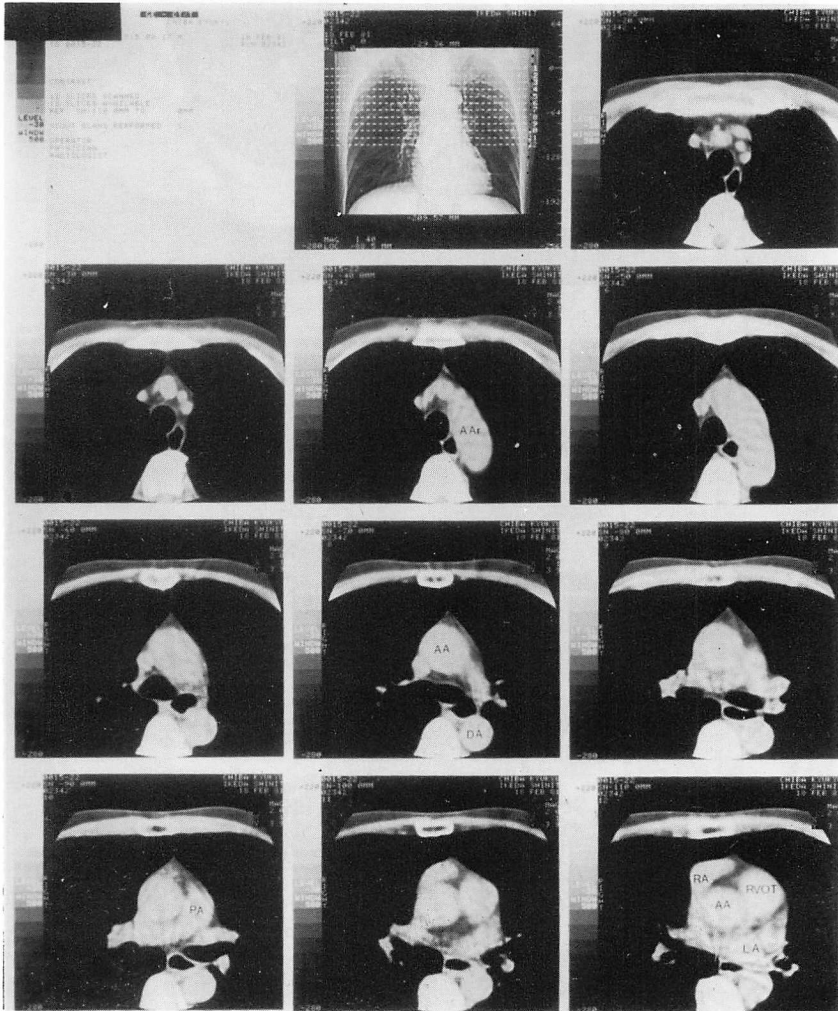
Plain CT images of the normal aorta and its branches.
